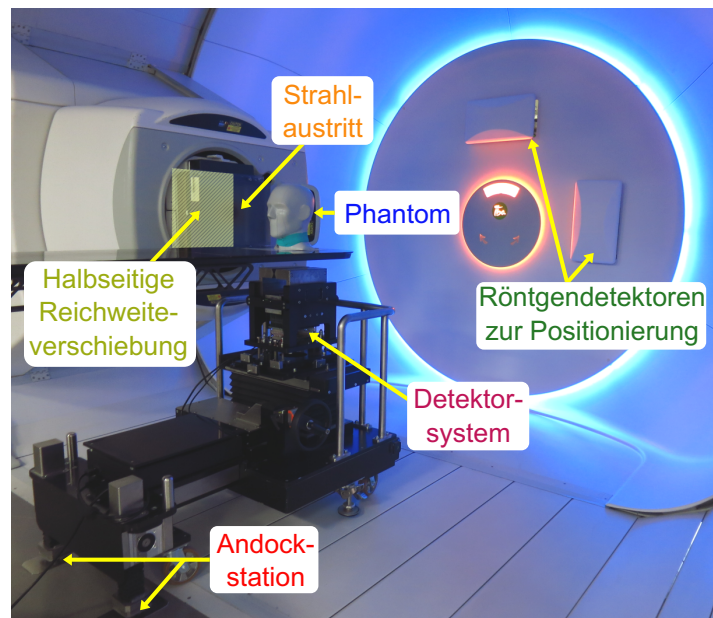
Experimenteller Aufbau des PGI-Systems in der UPTD für das kurzreichweitige Feld. Für die Untersuchung der relativen Genauigkeit des Detektionssystems wurde die Position der halbseitig im Bestrahlungsfeld liegenden Platten zur Reichweiteverschiebung angedeutet. Die Röntgendetektoren zur Positionierung des Phantoms befinden sich im eingefahrenen Zustand.
